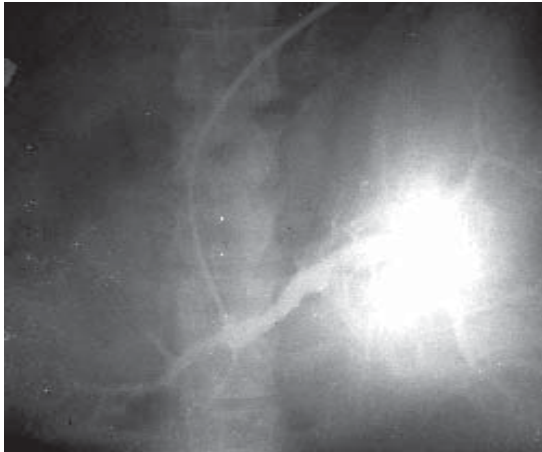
Х-ра Г., 56 років. Кл. діагноз: Спленомегалія (рентгенконтрастне дослідження судин селезінки).
